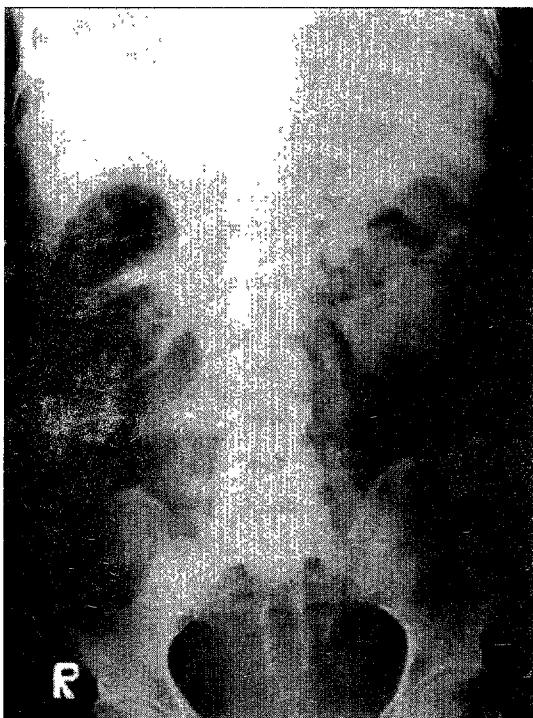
A plain film of the abdomen shows mottled gas-density in entire left flank and within the enlarged left renal contour. Retroperitoneal fat stripe is lined with air and it extends to perivesical space.
